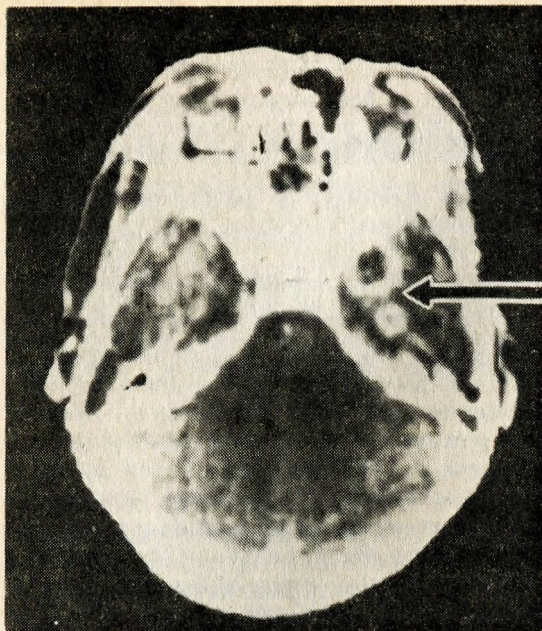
Томограмма черепа 11-летнего мальчика после внутривенного введения ему радиоактивной метки.
